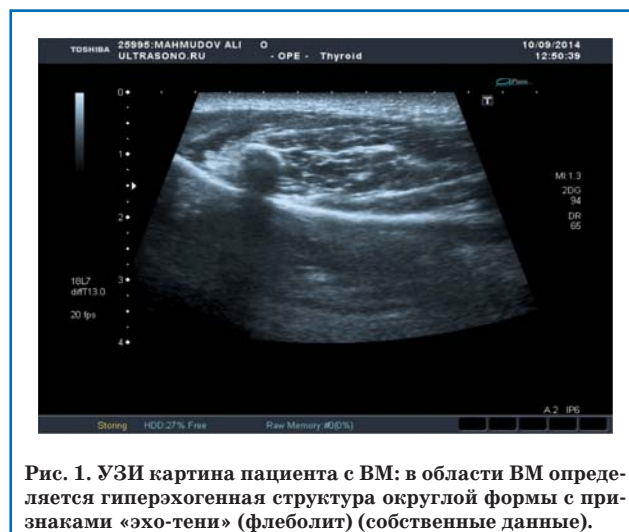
УЗИ картина пациента с ВМ: в области ВМ определяется гиперэхогенная структура округлой формы с признаками «эхо-тени» (флеболит) (собственные данные).
